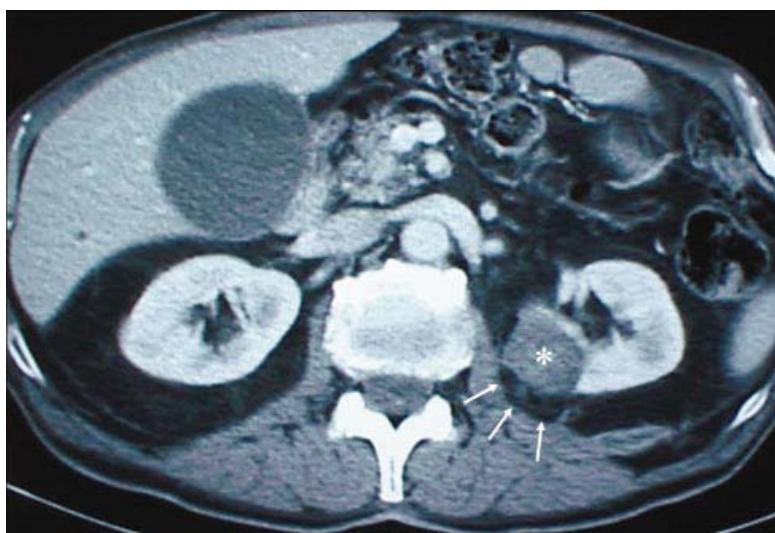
TAC de control a los 3 meses post-RF. Se puede observar la disminución del tamaño tumoral(*), ausencia de captación de contraste y presencia de grasa peritumoral con signos de infiltración inflamatoria de la misma (flechas) (Pascual Piedrola, Grasa Lanau et al. 2004).
